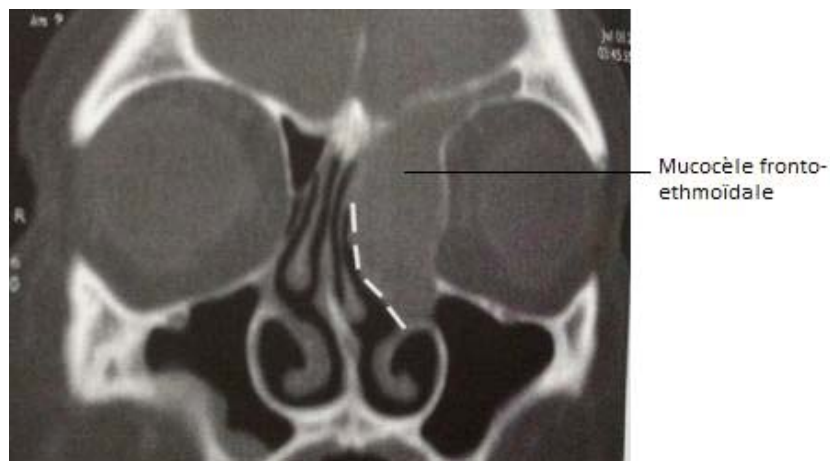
TDM faciale en coupe coronale montrant une mucocèle fronto-éthmoïdale gauche. Tracé de l'ouverture à réaliser pour marsupialiser la mucocèle [64].
